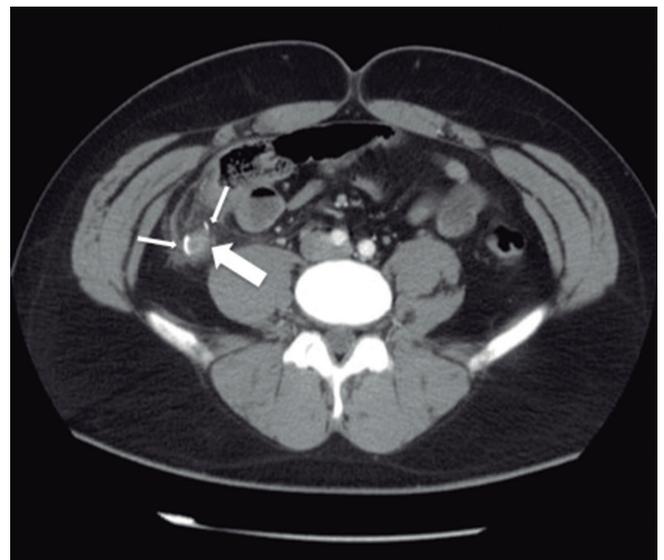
Tomografía axial computarizada que demuestra inflamación del muñón apendicular con engrosamiento de la grasa que lo rodea (flecha gruesa) y adenopatías. Se observan las grapas de la cirugía previa correspondientes al muñón apendicular y al mesoapendice (flechas finas).
